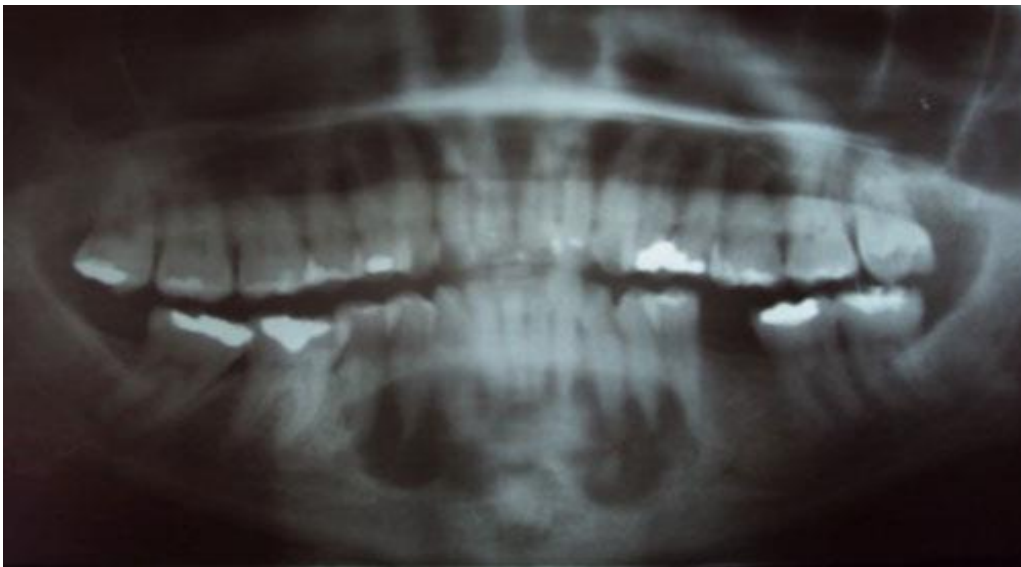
Radiografía Panorámica. Se observa imagen radiolúcida, bordes definidos, con focos radiopacos, se extiende de 35 a 45, no compromete la basal mandibular y con persistencia de la cortical ósea bucal y de cuerpo mandibular. *Imagen extraída del Artículo titulado Tumor odontogenico queratoquistico, tratamiento conservador con injerto autologo combinado con plasma rico en plaquetas volumen 50 nº 1 / 2012*
